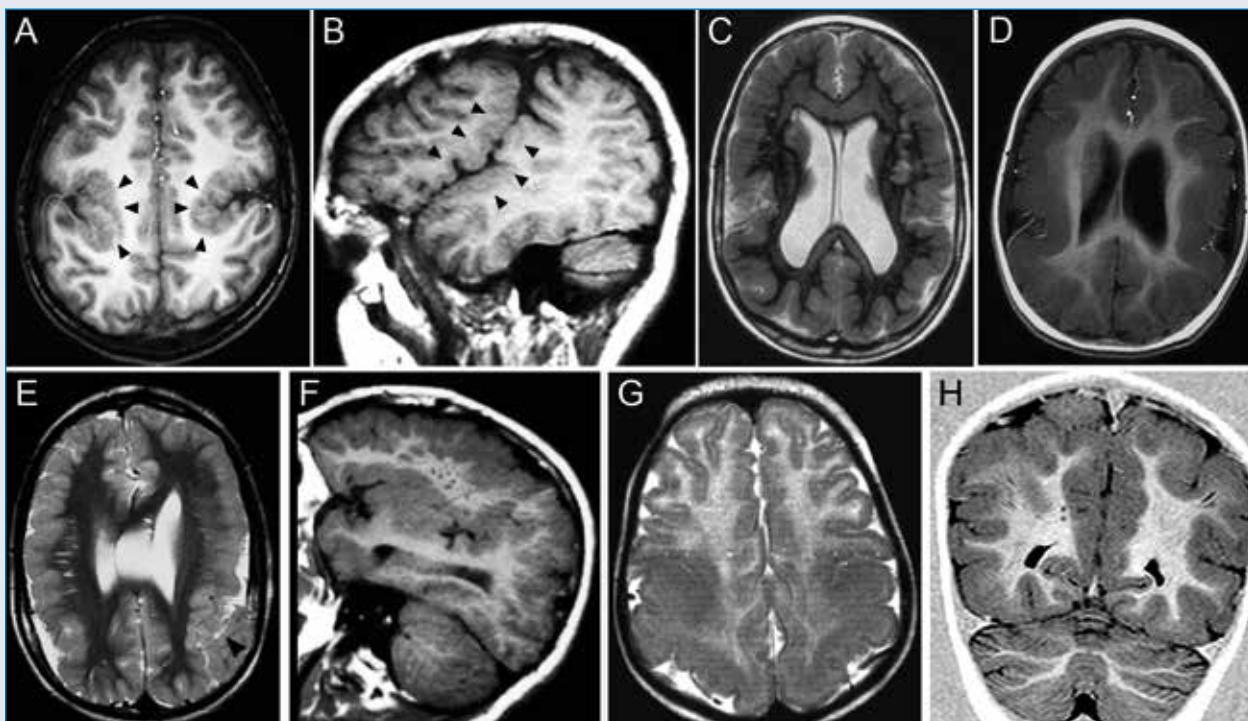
Brain MRI scan in patients with PMG or tubulinopathies. A) Axial section and B) Sagittal section in a patient with BPP. The sylvian fissures are open and the perisylvian cortex is thickened and irregular (black arrows). Note the abnormally vertical orientation of the sylvian fissure, which appears to be fused with the rolandic fissure. C) Axial section. BFPP in a girl with a GPR56 mutation and Lennox-Gastaut Syndrome. D) Axial section in a patient with a symplified gyral pattern and TUBA1A mutation. E) Axial and F) sagittal section in a patient with cortical thickening, diffuse polymicrogyria and TUBB2B mutation. G) Axial section in a patient with posterior pachygryia and DYNC1H1 mutation. H) Coronal section in a patient with posterior pachygryia, cortical thickening and DYNC1H1 mutation.
